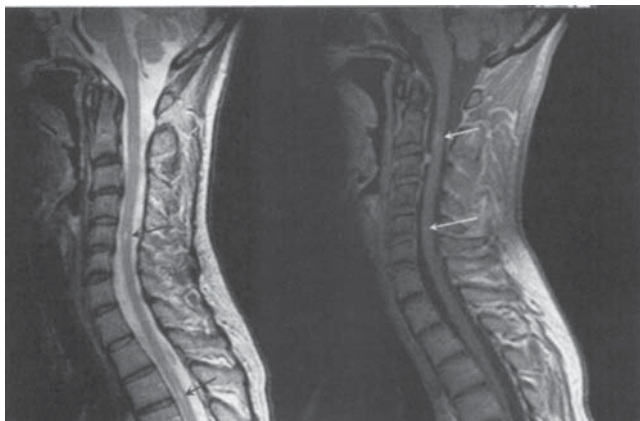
Imaginea măduvei spinării în SM. Imagine RMN sagitală cu T2 (*stânga*) ce relevă zone multiple de semnale luminoase anormale (*săgeți negre*) în măduva spinării. În T1 (*dreapta*) două zone discrete de contrast mărit (*săgeți albe*) sunt prezente după administrarea de gadolinium EDTA.
